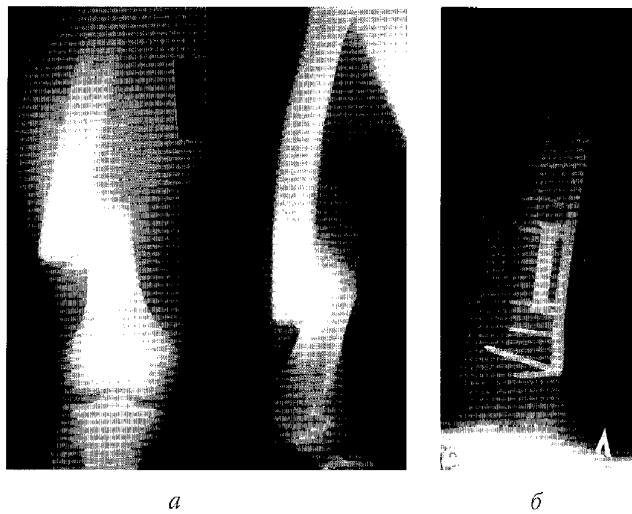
Рентгенограми діяфіза лівої стегнової кістки хворого С: а – до операції; б – після операції
